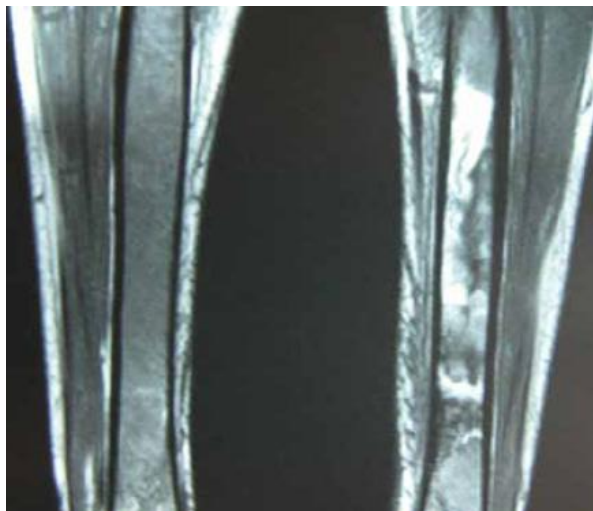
IRM en coupe coronale des tibias : hypersignal hétérogène avec altération de la corticale en rapport avec une ostéomyélite du tibia gauche [47].
